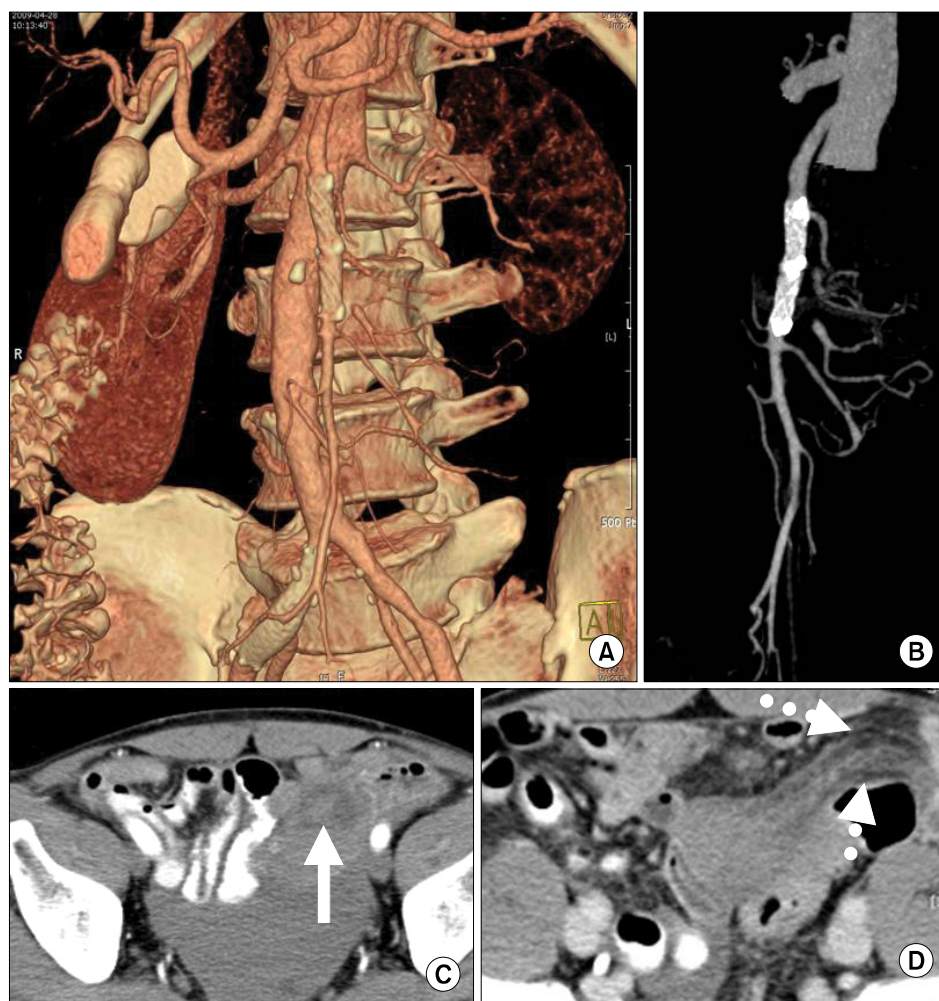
(A, B) The follow-up CT angiogram shows complete recanalization and establishment of proximal jejunal branches of the SMA. (C, D) CT angiogram shows mesenteric hematoma (white arrow) and focal bowel ischemia with suggestive pneumatosis intestinalis (dot arrows).
